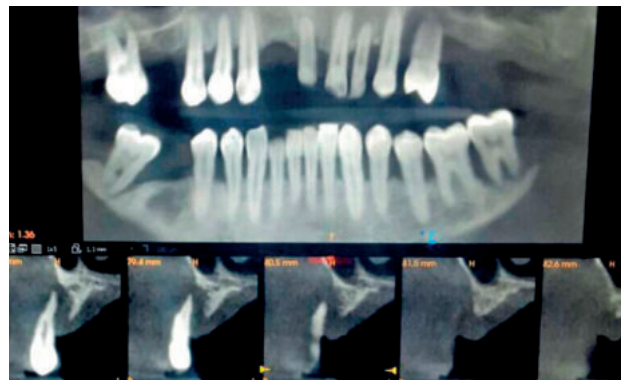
CBCT donde se observa visión panorámica de ambos maxilares y corte ortorradiar del segundo cuadrante maxilar izquierdo.
